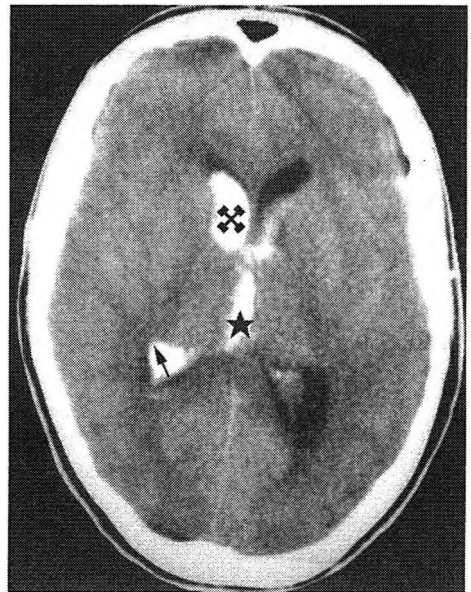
Hemorragia ventricular post-traumática en una TAC cerebral, observándose contenido hemático en el asta frontal (asterisco), III ventrículo (estrella) y atrio (flecha).
